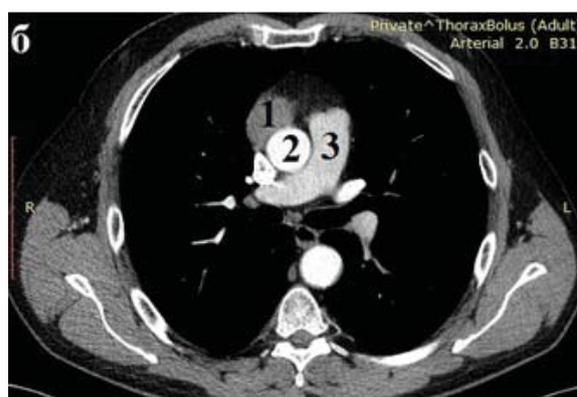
КТ органов грудной клетки без контрастного (а) и с контрастным усилением (б): 1 – тимома; 2 – аорта; 3 – легочный ствол.
